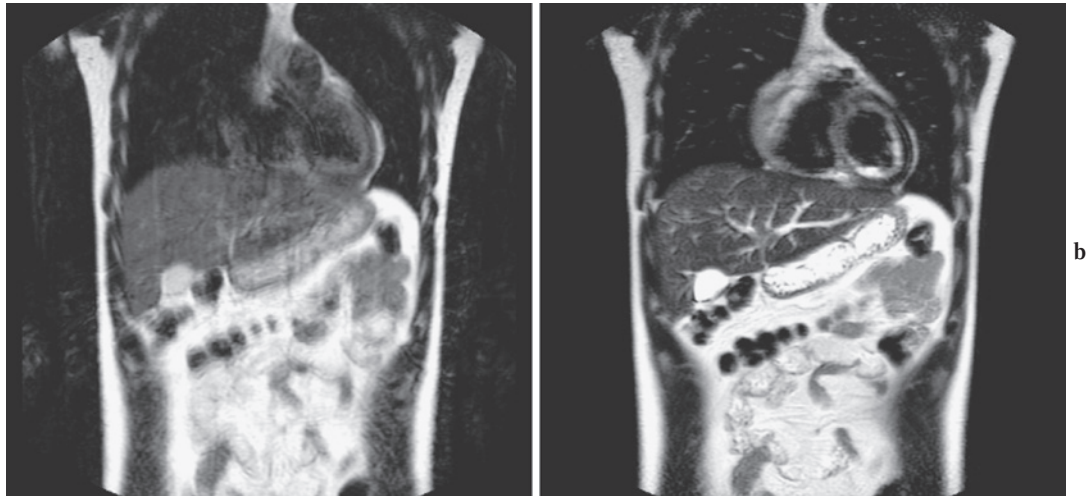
a. T2-TSE image. b. T2-SSTSE image. Both a and b are the T2-weighted coronal images of the same healthy volunteer, obtained under free breathing; however, the image quality of these two is completely different. On a, the significant motion artifacts are observed. On the other hand, we can hardly point out any motion artifacts on b. The quality of the MR images of the chest in which physiological motions are prominent is strongly depended on the selected sequences.
